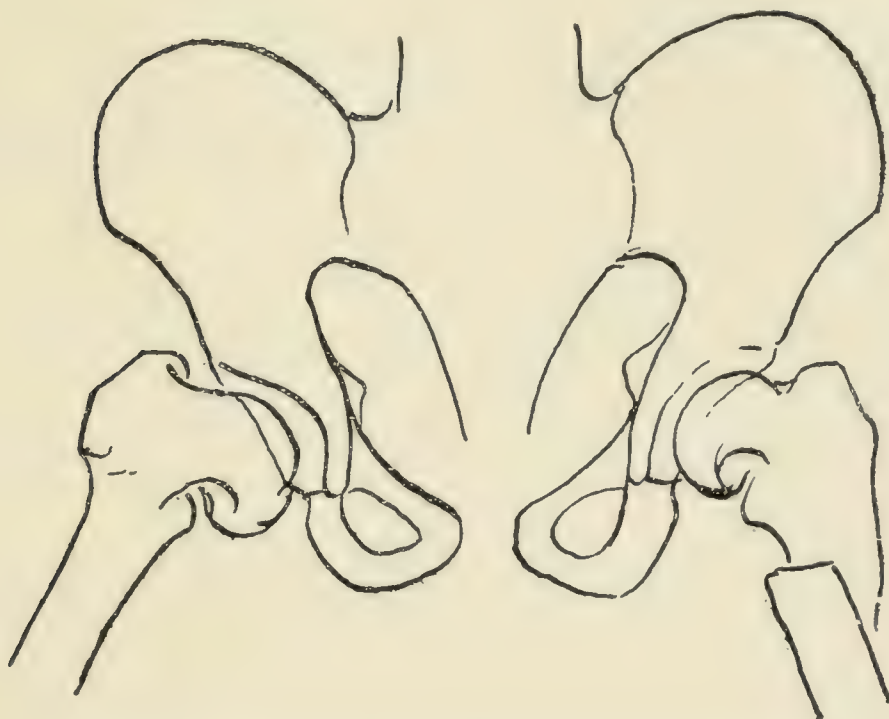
Skizze der Radiographie von Fig. 1135.
